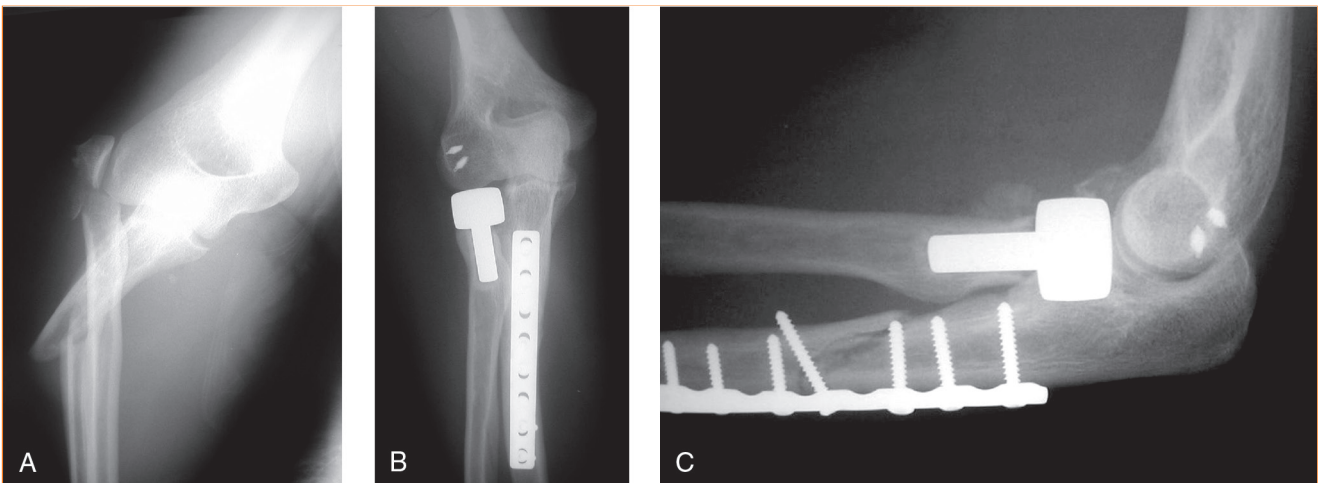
Paciente de 37 años de edad que sufrió una fractura de Monteggia en una caída. A, La radiografía anteroposterior (AP) preoperatoria muestra una fractura angulada del cúbito proximal con una fractura-luxación conminuta posterolateral de la cabeza del radio. Las radiografías AP (B) y lateral (C) muestran el codo después de la reducción abierta y fijación interna de la diáfisis cubital, sustitución de la cabeza radial con una prótesis metálica modular y la reparación del ligamento colateral lateral con anclajes de sutura en la columna lateral.
